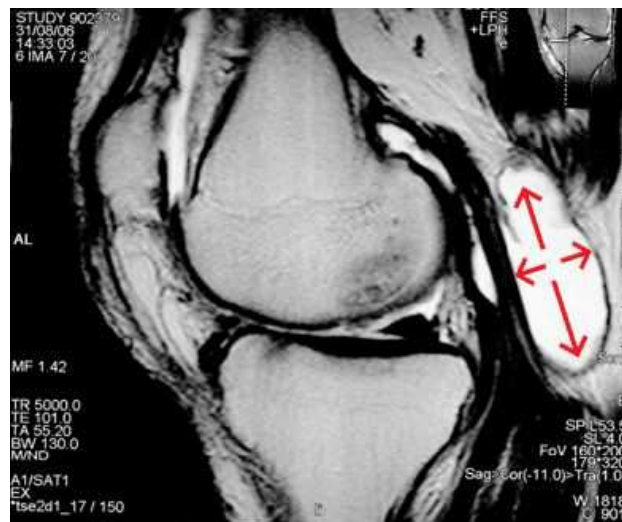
MRT Aufnahme des Kniegelenkes, sagittale Ebene, mit Baker Zyste in der Fossa poplitea aus Schabus und Bosina (2007).
